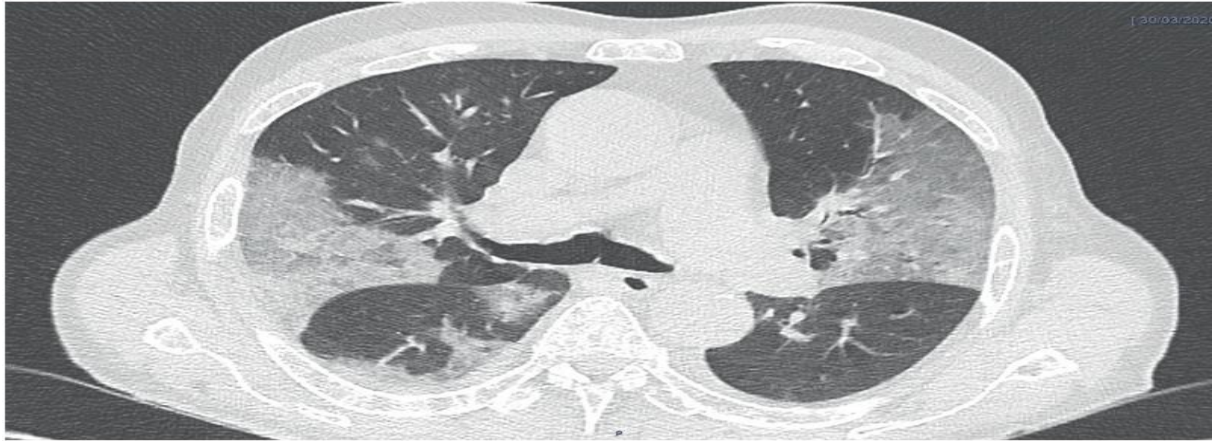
3:TDM : images de condensation avec verre dépoli, bilatérales, prédominant en périphérie dans un contexte de COVID +
